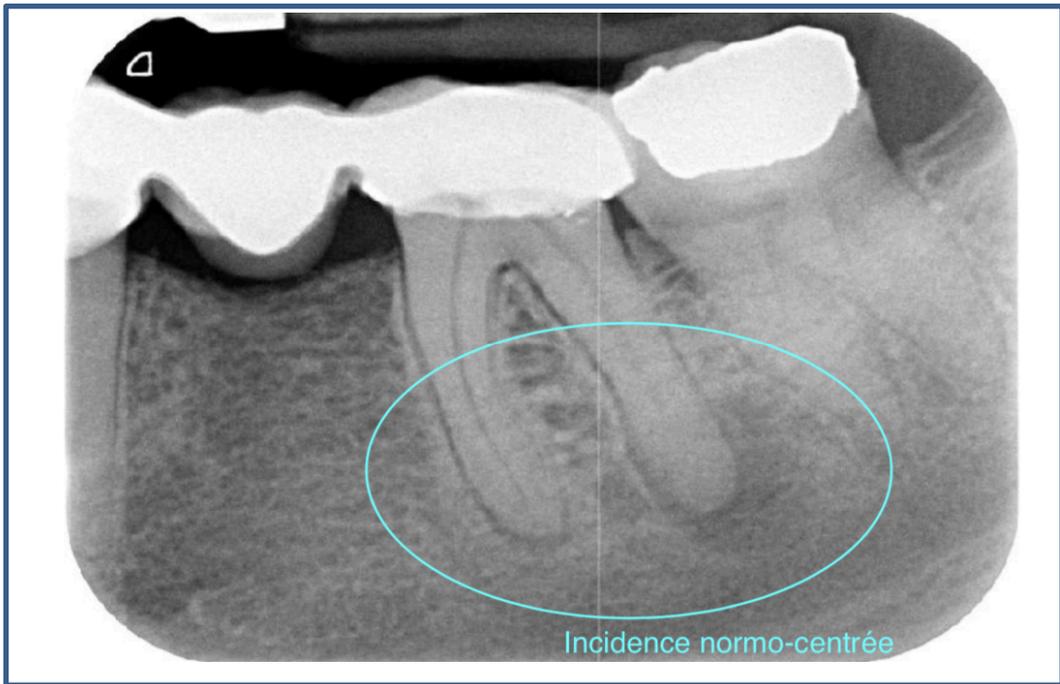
radiographie rétro-alvéolaire centrée sur la 36.
